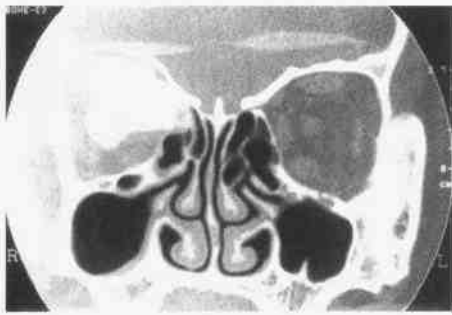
右侧眼眶内壁骨瘤 冠状面 CT 骨窗
